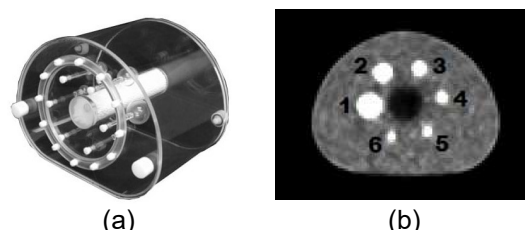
Fantoma NEMA. (a) Imagem real do fantoma mostrando as esferas ocas. (b) Imagem PET da fatia central do fantoma, com as esferas numeradas em ordem decrescente de volume. Fonte: (a) MedicalExpo (2020). (b) O autor (2023).
